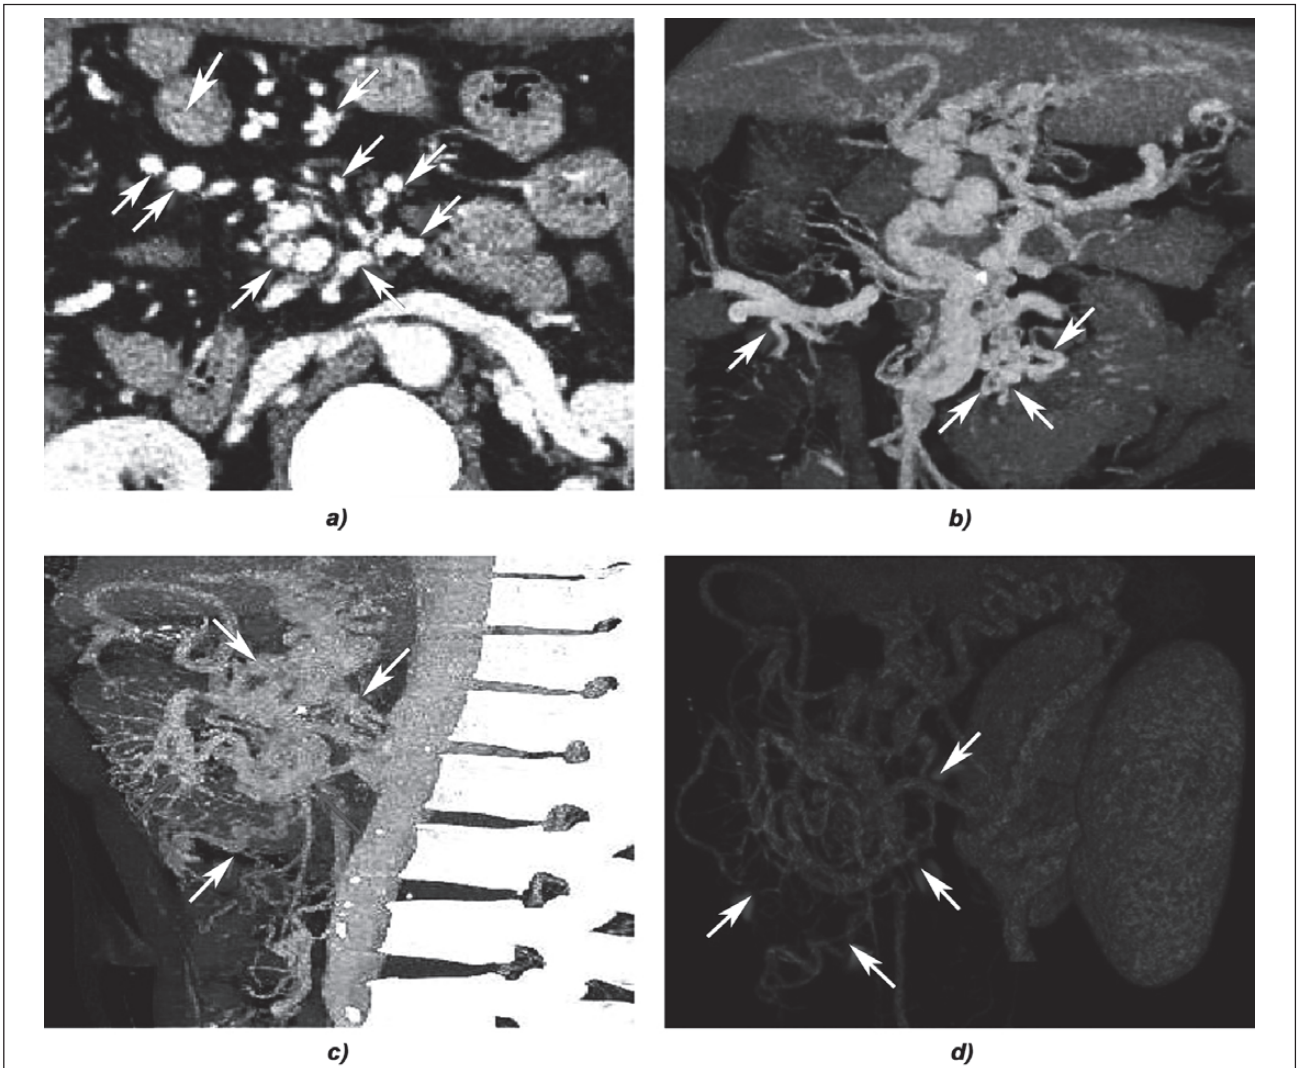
Вена Retzius. Комп'ютерна томографія з контрастним підсиленням у фазі ворітної вени: вена Retzius (стрілка) проявляється у вигляді звивистих розширених судин у заочеревинному просторі у фазі ворітної вени: а) аксіальна КТ з контрастуванням; б) коронарна КТ з контрастуванням; в) сагітальна КТ з контрастуванням; д) тривимірна реконструкція ([23], ліцензія CC BY-NC 4.0)
